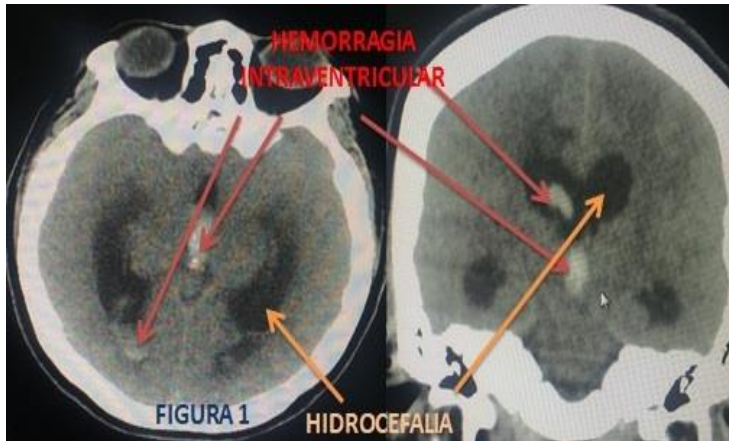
Tomografía cerebral (TAC) en axial y coronal que muestra hemorragia intraventricular en ventrículos laterales y III ventrículo.
